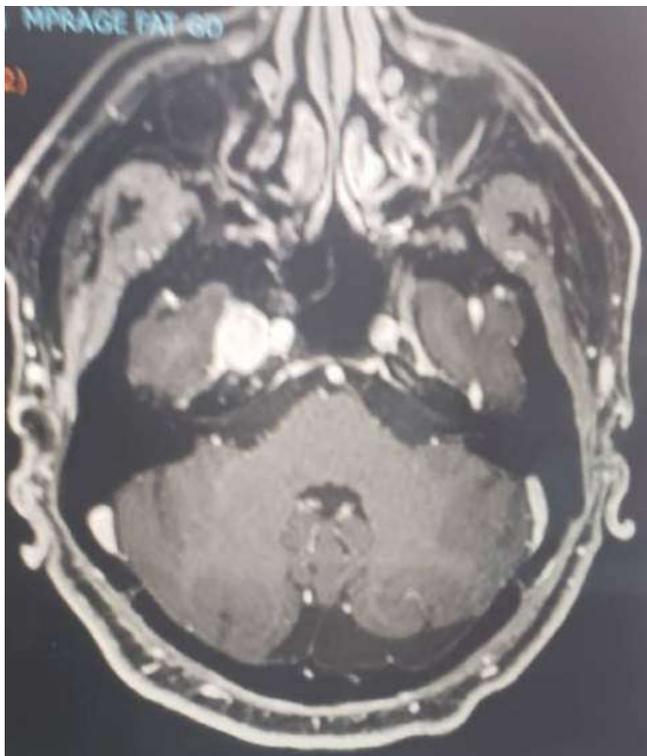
Meningioma do seio cavernoso visto na RM (T1).
